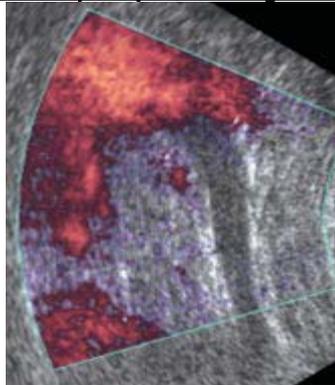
Thrombose de la veine mésentérique supérieure : une image en Doppler couleur montre l'absence de flux dans la veine mésentérique supérieure [100]
